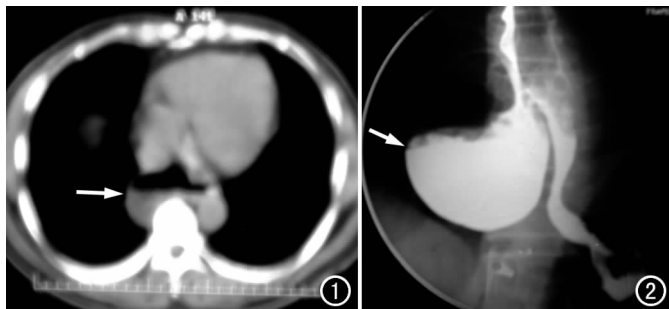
CT 示纵膈内心脏后方一等密度软组织块影, 其内见含气空腔(箭)。图 2 钡餐检查示食管下段右侧一巨大囊袋状影突向腔外(箭)。
